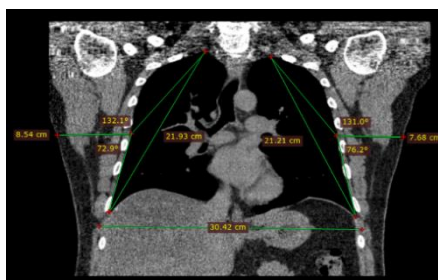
КТ. Пример сложных для дренирования плевральной полости (с технической точки зрения) топографоанатомических характеристик грудной клетки
